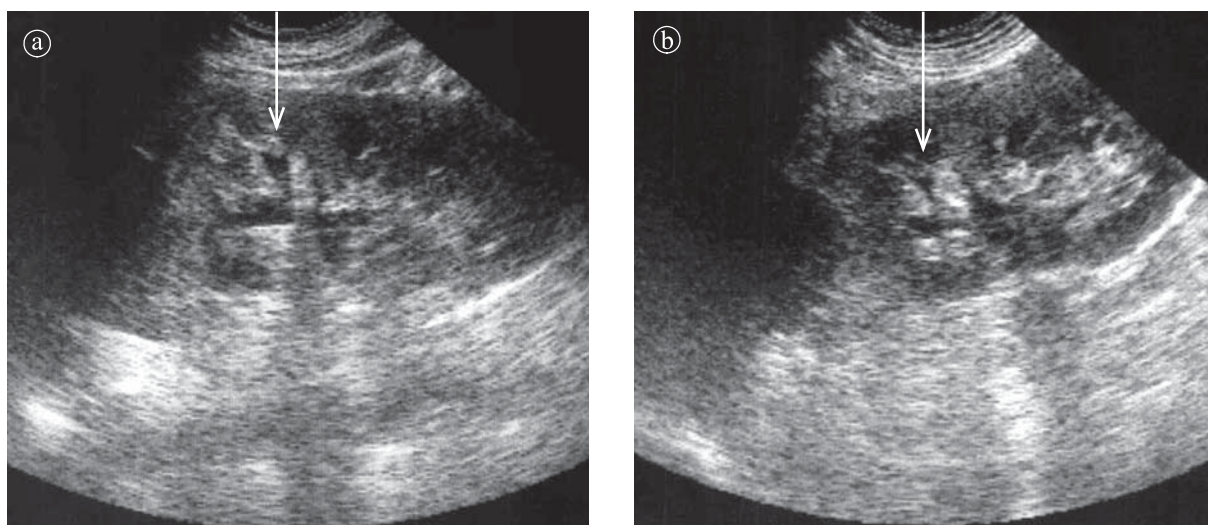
Unde peristaltice. a) Relaxare. b) Con tracție. Ecografie, secțiune longitudinală.
